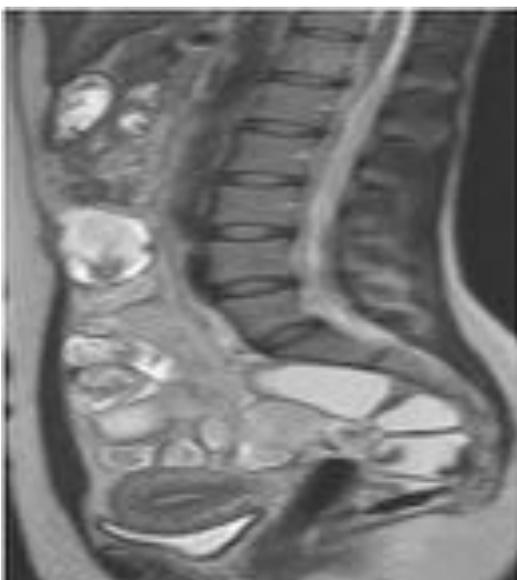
RM de abdomen, sagital T2. Tampón en vagina.
